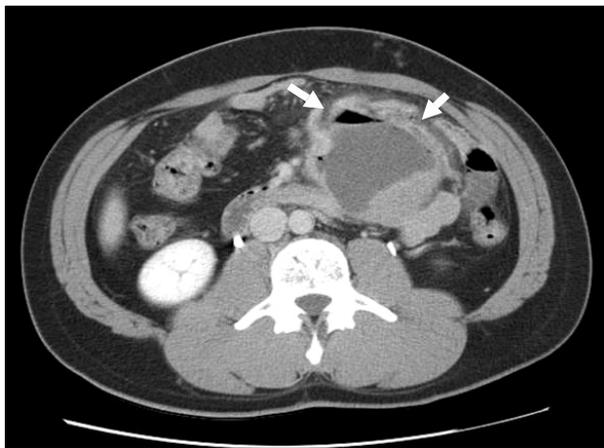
Abdominal CT finding showed 9×8×10 cm large mass with air-fluid level (arrow) at left lower abdomen.
